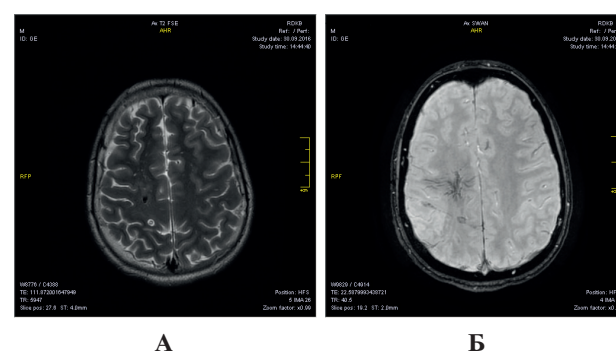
(А, Б). Пациент Т, 12 лет. МРТ 3 Тл, аксиальная проекция, ИП T2 (А), ИП SWAN (Б). DVA-синдром (венозная ангиома) – симптом «головы медузы» в правой теменной доле. Недалеко от DVA располагается мелкая кавернома, окруженная гемосидериновым «ободком» (собственное исследование).
